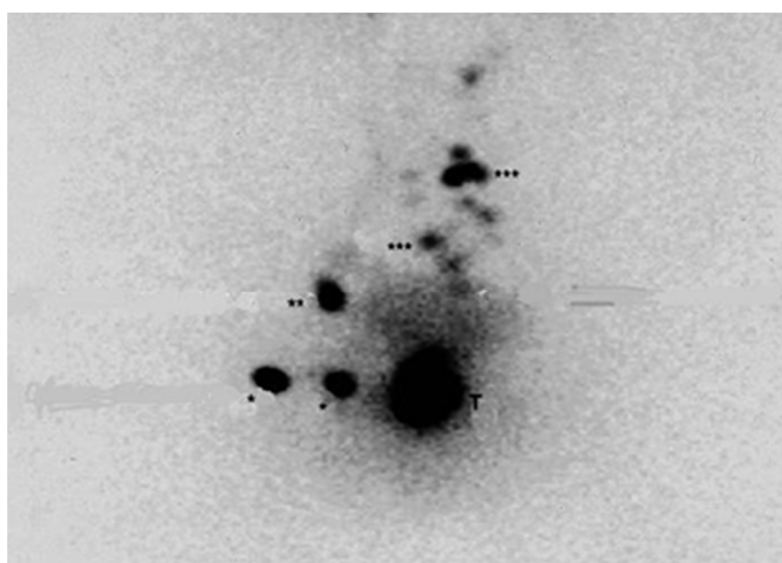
Lymphoscintigraphie préopératoire. Cliché de face montrant un drainage ilio-inguinal droit (\*,\*\*) ainsi qu'un GS à la partie haute du mésorectum et à la base des vaisseaux sigmoïdiens (\*\*\*). (114)
